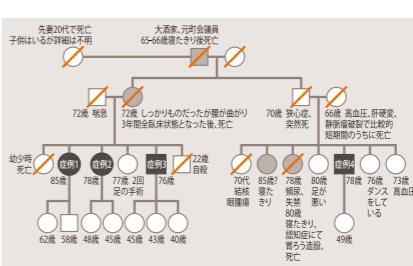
山形県内で見つかった家族性NPHの1家系。本家系では、3世代にわたり8人の発症者が認められ、常染色体優性遺伝の形式で遺伝していると考えられる。症例1～4は神経学的診察・脳MRI検査を行い診断した症例。網掛けの□や○は、家族の聞き取り調査によりNPHが疑われた症例。
